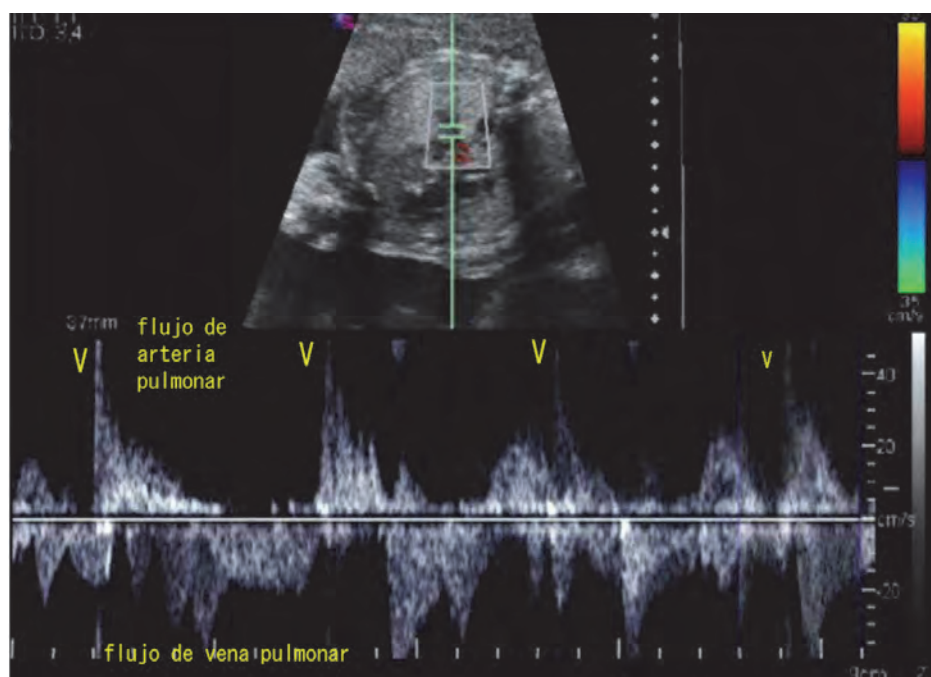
Bloqueo auriculoventricular (BAV) completo: Estudio Doppler-pulsado de vena y arteria pulmonar izquierda. El flujo que se aleja del transductor corresponde con el flujo anterógrado de la vena pulmonar. El flujo que se acerca al transductor es el flujo de la arteria pulmonar. El ritmo ventricular es lento y la actividad auricular es más rápida aunque no se puede reconocer una única morfología de flujo porque existe disociación AV.
